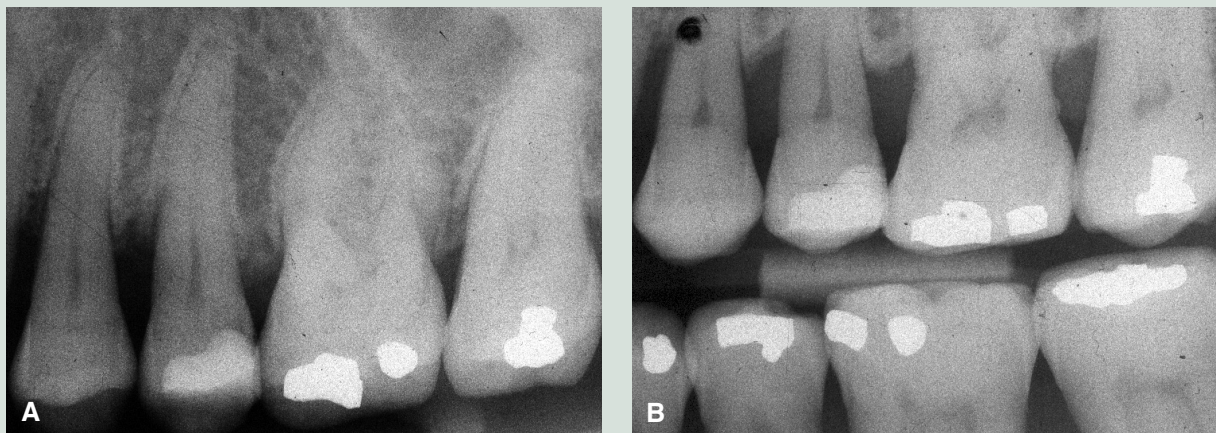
A: Røntgenbillede optaget med vinkelhalveringsteknik. Den marginale lamina dura kan ikke observeres ved molarerne. B: Bitewing-optagelse af samme område og fra samme tidspunkt. En marginal lamina dura kan ses i alle approximalrum.
